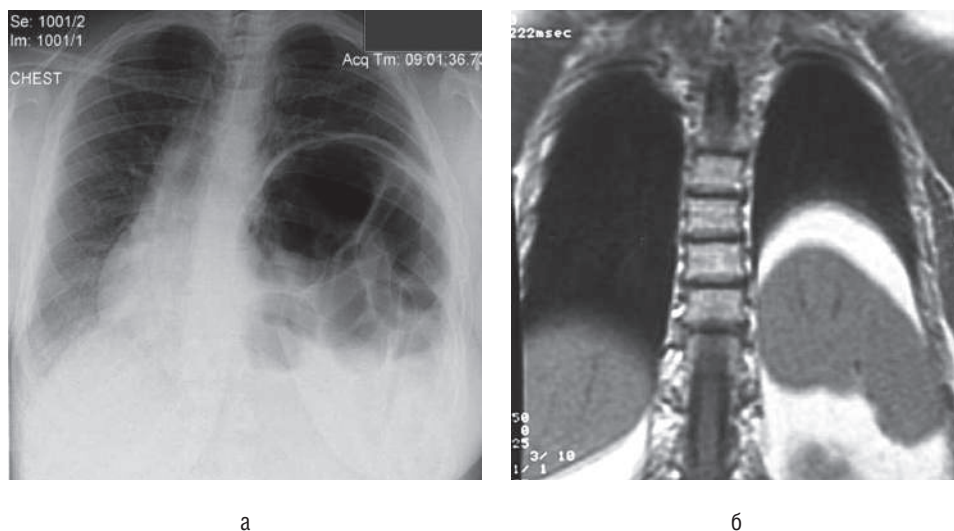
Полная релаксация левого купола диафрагмы: а — обзорная рентгенограмма органов грудной клетки в прямой проекции (видны коллабирование легкого и смещение средостения в здоровую сторону); б — компьютерная томограмма (видна толстая кишка в левом гемитораксе с девиацией средостения вправо)
